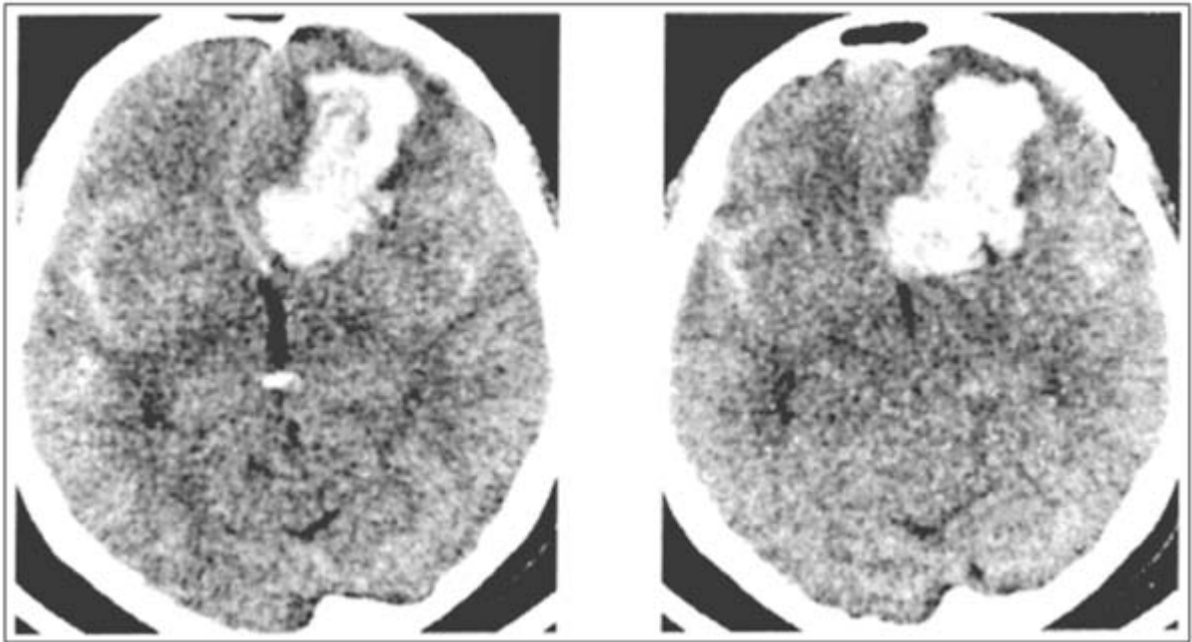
Компьютерная томография головного мозга больной Р. в день поступления. Визуализируется внутримозговая гематома правой лобной доли 3,0x5,5x2,4 см.
